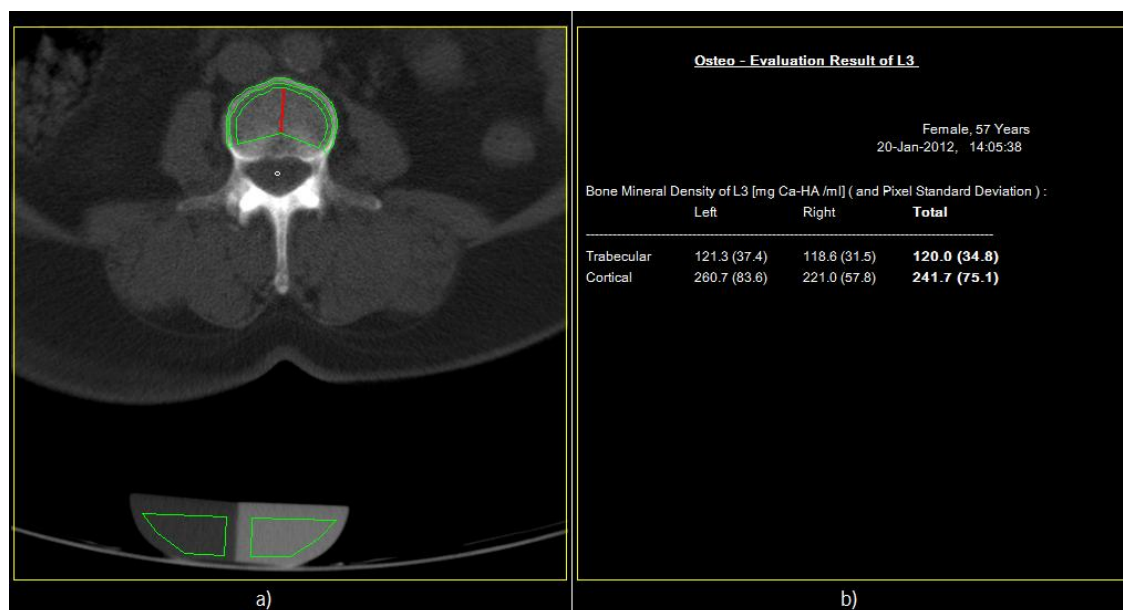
Resultado Osteo TC para a vértebra L3: a) definição das ROIs para o corpo vertebral e para o fantoma; b) densidade trabecular e cortical, definidas para o lado anatômico direito e esquerdo.
